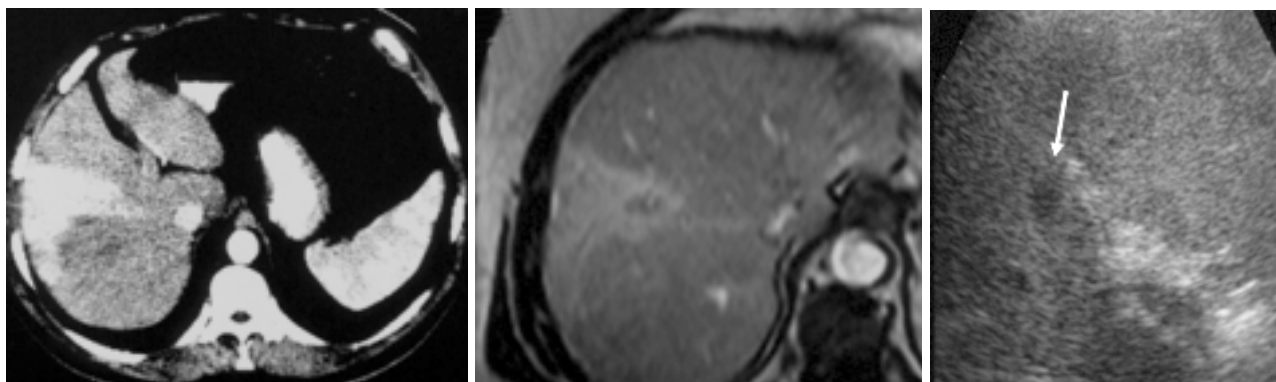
THAD settoriale dell'VIII segmento apparentemente sine materia (A). Conferma del fenomeno arteriale con RM (GE T1 dopo somministrazione endovenosa di Gd-DTPA). Dimostrazione ecografia (C) di un piccolo reperto nodulare iuxtallare (freccia) (biopsia istologica: colangiocarcinoma).
